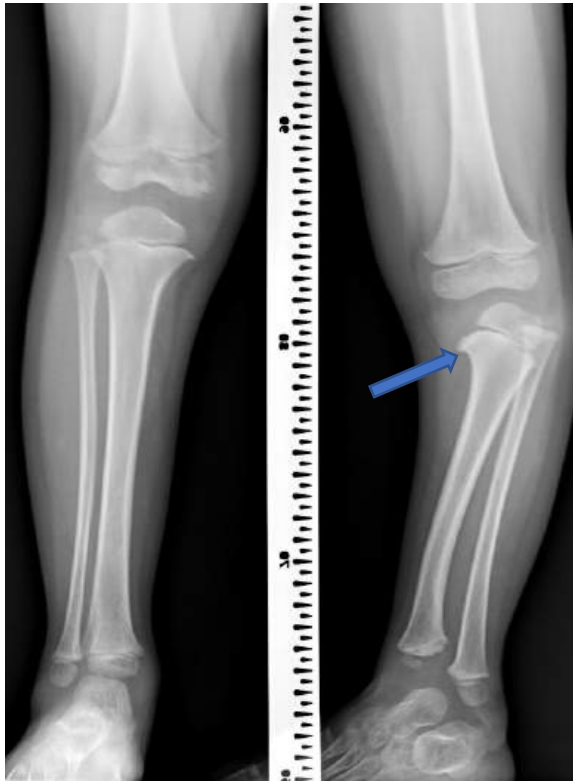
Фото рентгенограми НК у фронтальній проєкції пацієнта А., 3 роки (Додаток Ж №39, історія хвороби №100077). Стрілкою відображено деформацію проксимального відділу великогомілкової кістки притаманої тібіальній гемімелії.
